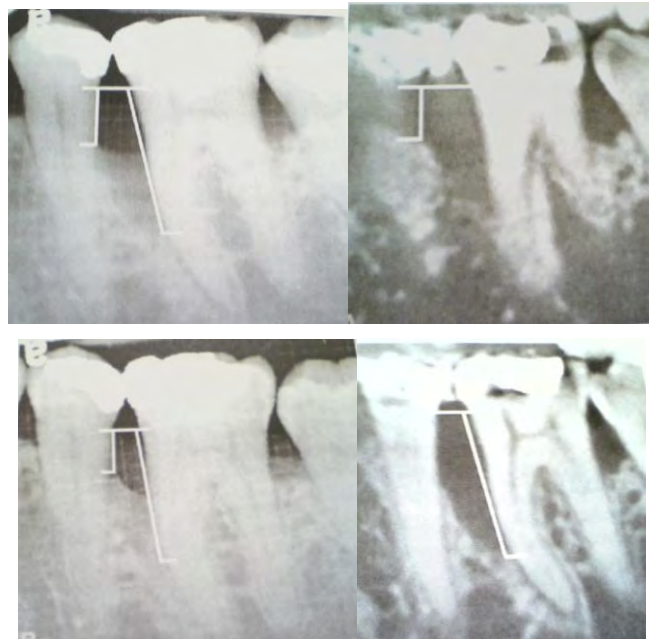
Comparación de las imágenes, radiografía convencional (derecha) con sistema New Tom Cone Beam 3D (izquierda) en defectos óseos periodontales. <sup>16</sup>
